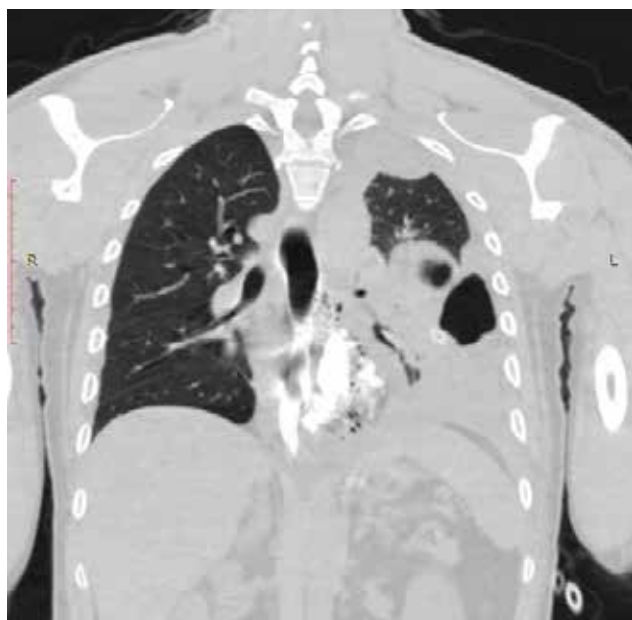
Ртек контрастного вещества в средостение и левую плевральную полость. РКТ признаки абсцесса средостения, гидропневмоторакса слева и гидроторакса справа; ателектаза нижней доли слева, базальных сегментов нижней доли правого легкого (компьютерные томограммы органов грудной клетки с контрастированием)
